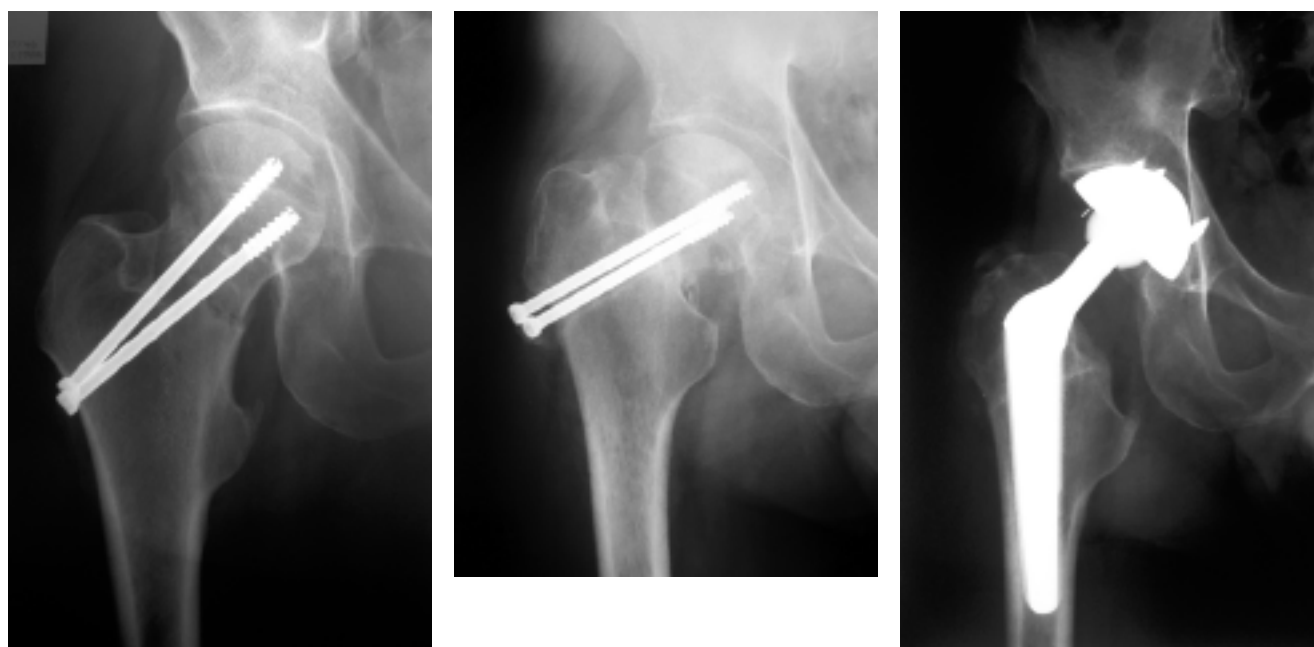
Paziente maschio di 67 anni affetto da frattura mediale del collo femorale Garden tipo II trattata con viti percutanee standard. Quadro radiografico preoperatorio (A), postoperatorio (B) e controllo a 16 settimane che mostra la mobilizzazione dei mezzi di sintesi (C). Revisione della sintesi con artroprotesi d'anca (D).
